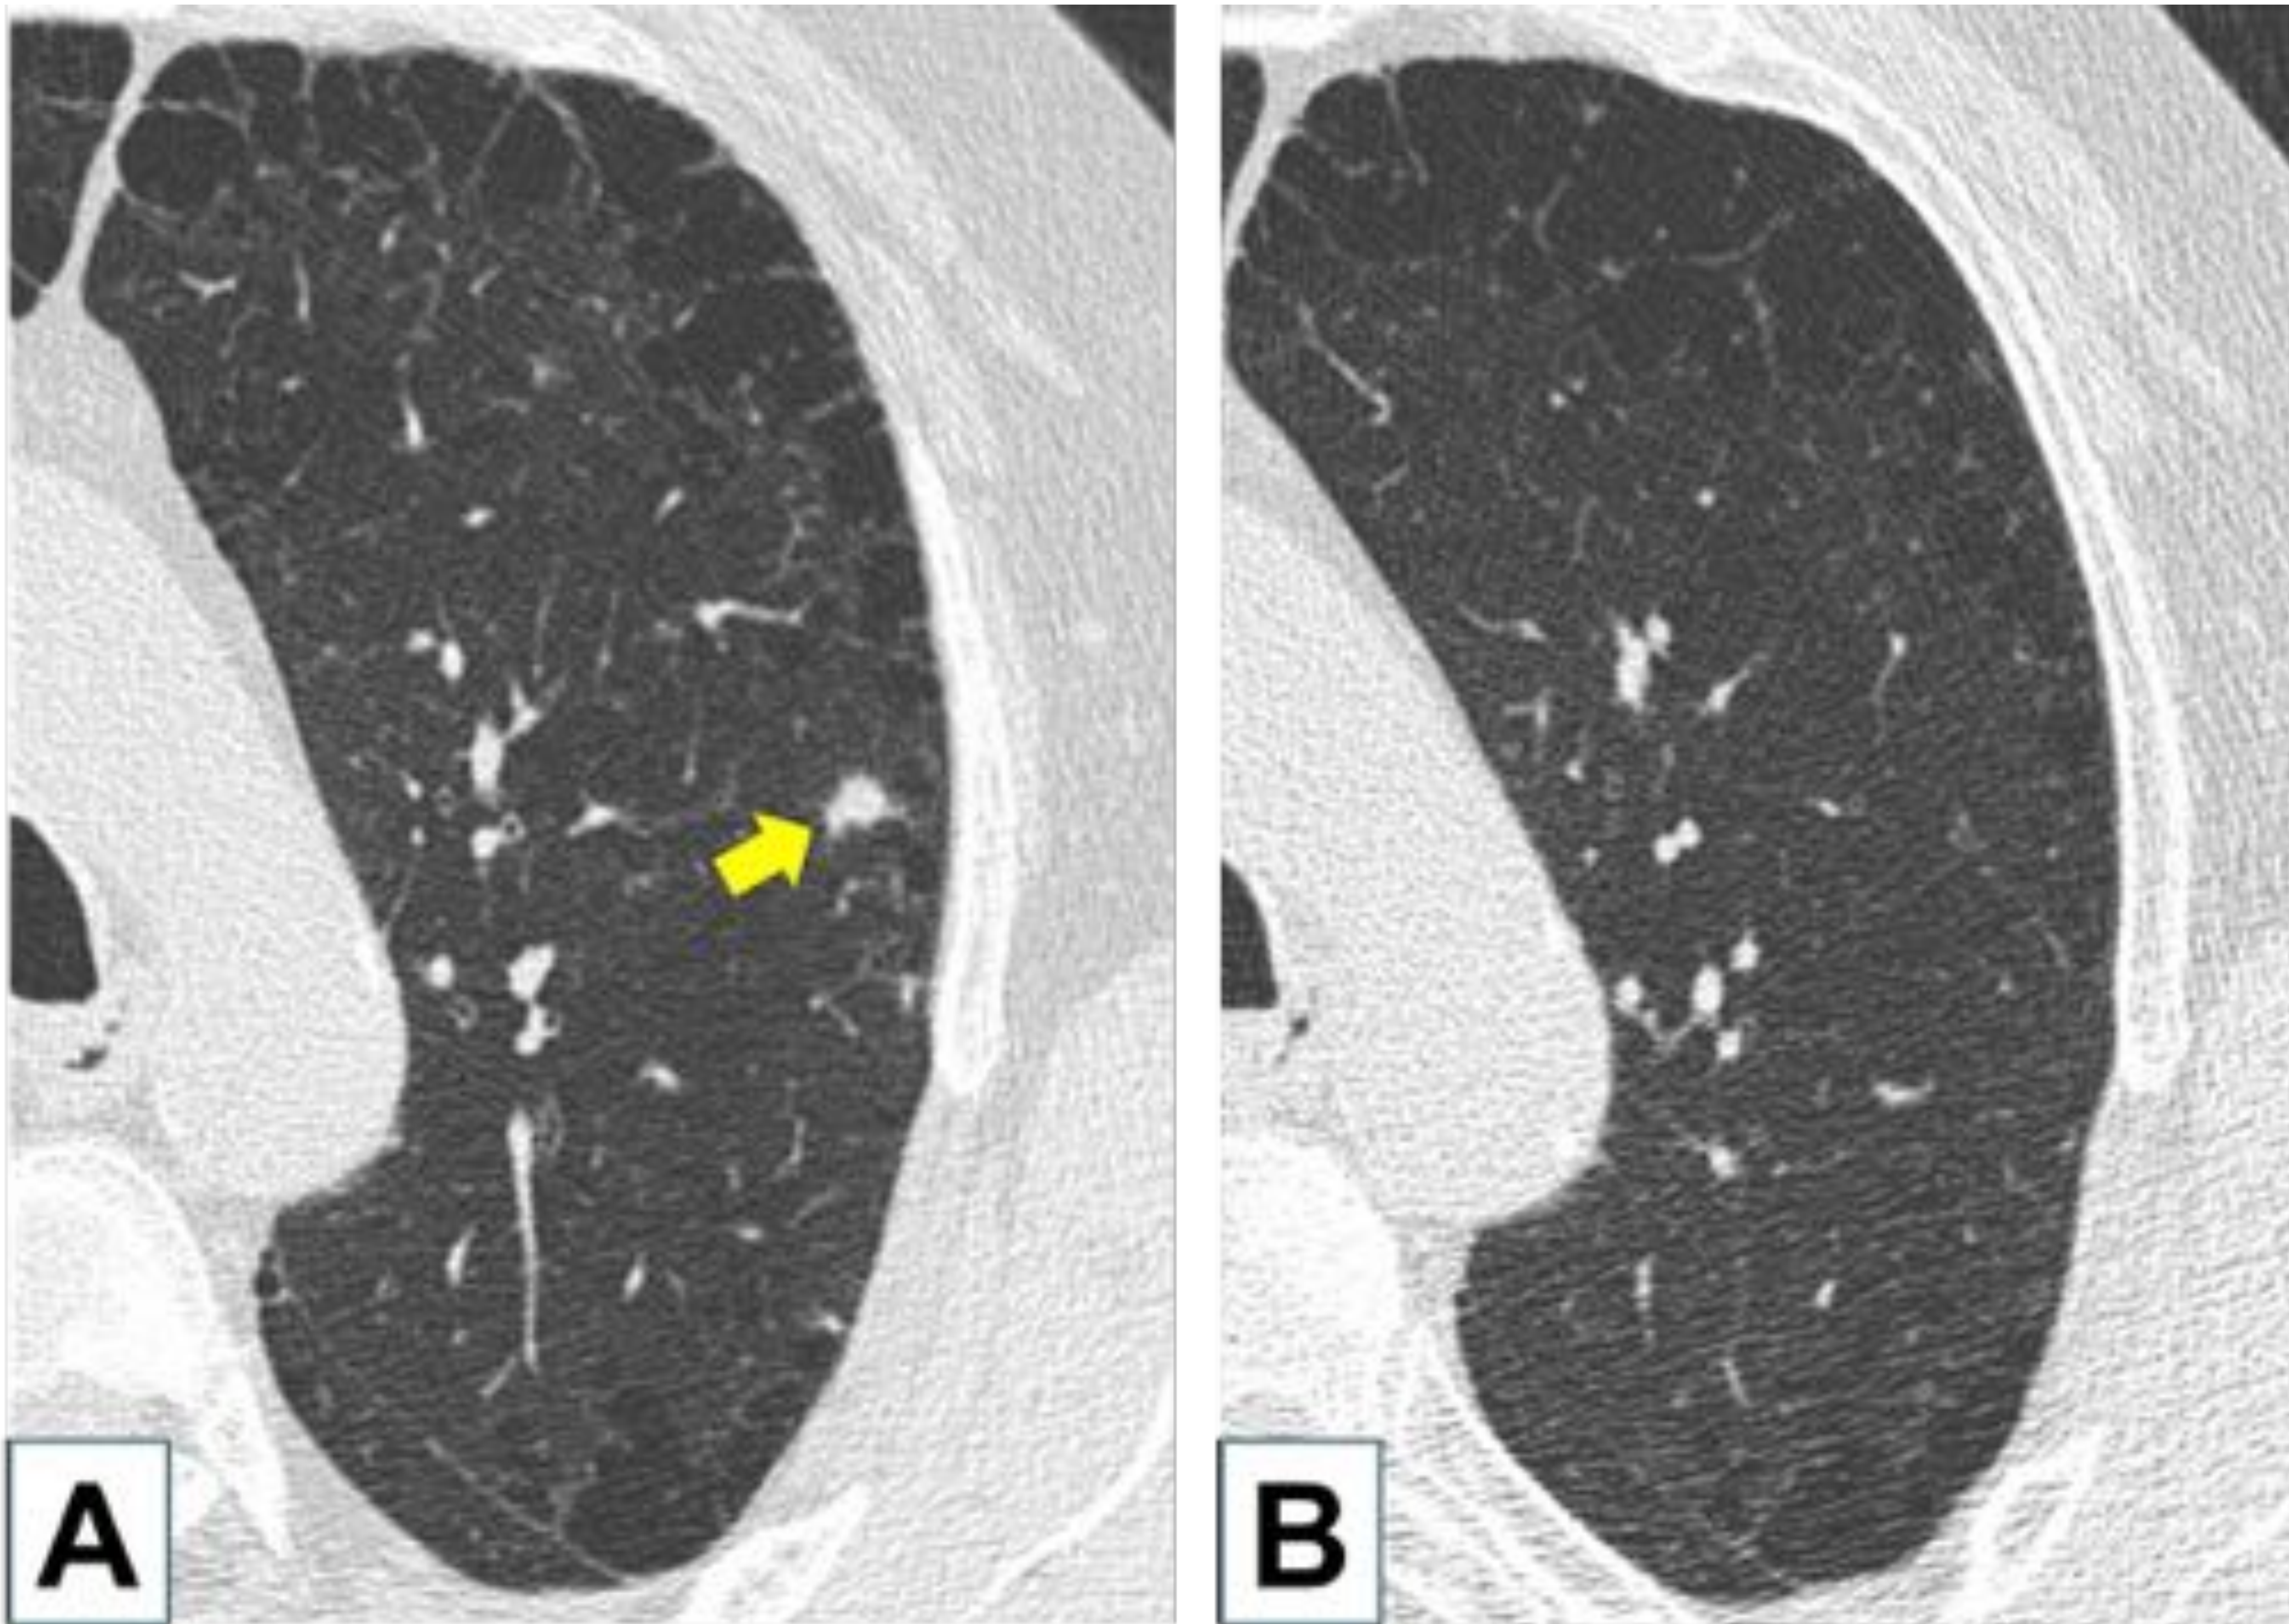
Paciente de 67 años con TCG rodilla con diseminación pulmonar. A) Corte axial TC torácico que muestra imagen nodular (flecha amarilla) en LSI sugestiva de corresponder a M1 asociado a enfisema paraseptal. B) Corte axial TC torácico que tras el tratamiento con denosumab muestra desaparición de la M1 pulmonar.
